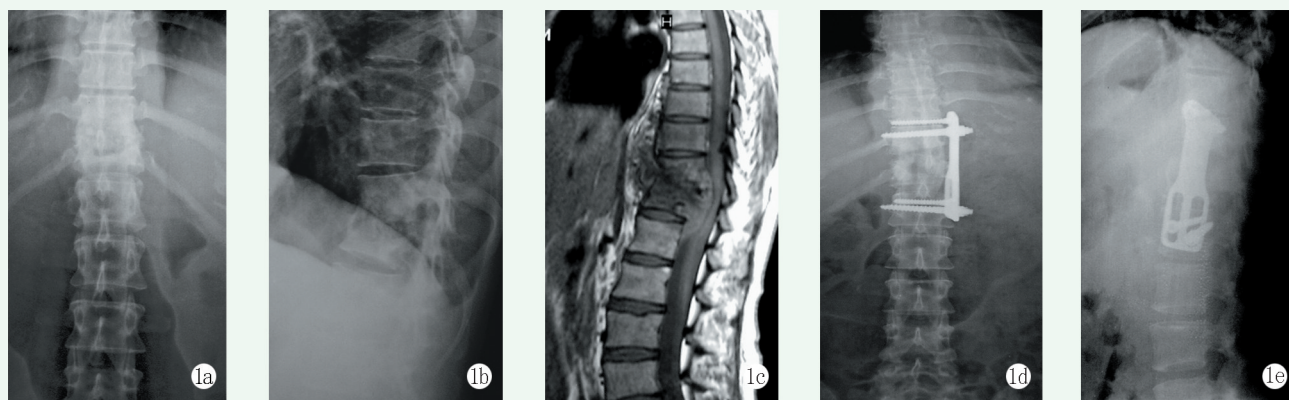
患者, 男, 38 岁, 诊断 T<sub>12</sub>~L<sub>1</sub> 椎体结核, 行前路病灶清除植骨钛板内固定术。1a, 1b: 术前 X 线片显示 T<sub>12</sub>~L<sub>1</sub> 椎间隙变窄、消失、塌陷, 骨质有破坏; 1c: 术前 MRI 显示 T<sub>12</sub>~L<sub>1</sub> 椎体终板边缘模糊、消失, 椎间隙明显破坏、塌陷, 出现较大的椎旁脓肿, 脊髓神经明显压迫; 1d, 1e: 术后 2 年 X 线片显示内固定位置良好。
